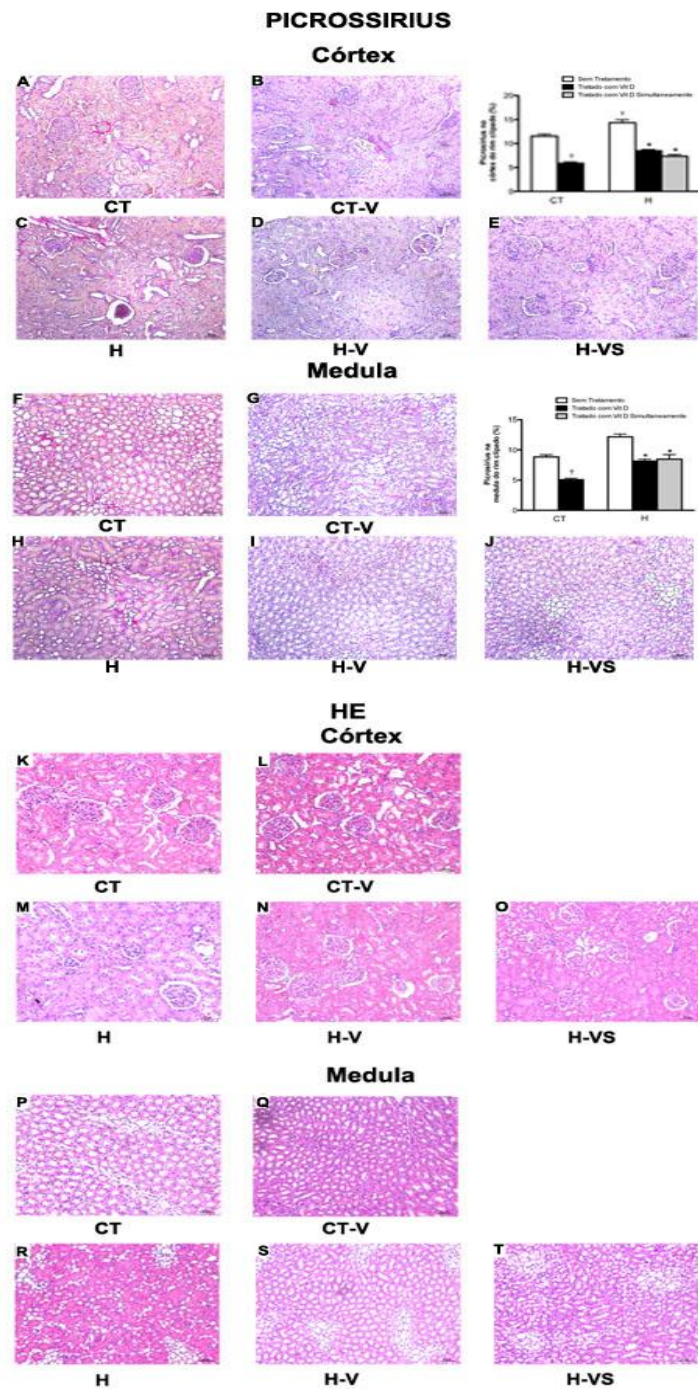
Marcação de Picrossirius (20X). Córtex do grupo controle (A), controle + Vit D (B), hipertenso (C), hipertenso + vit D(D) e hipertenso + vit D simultaneamente (E) e medula do grupo controle (F), controle + Vit D (G), hipertenso (H), hipertenso + vit D (I) e hipertenso + vit D simultaneamente (J). A área fibrótica foi quantificada através do programa Image Tool. * $p < 0,05$ vs H, † $p < 0,05$ vs CT(ANOVA One-Way). Coloração de HE (20X). Córtex do grupo controle (K), controle + Vit D (L), hipertenso (M), hipertenso + vit D (N) e hipertenso + vit D simultaneamente (O) e medula do grupo controle (P), controle + Vit D (Q), hipertenso (R), hipertenso + vit D (S) e hipertenso + vit D simultaneamente (T). * $p < 0,05$ vs H, † $p < 0,05$ vs CT(ANOVA One-Way).
